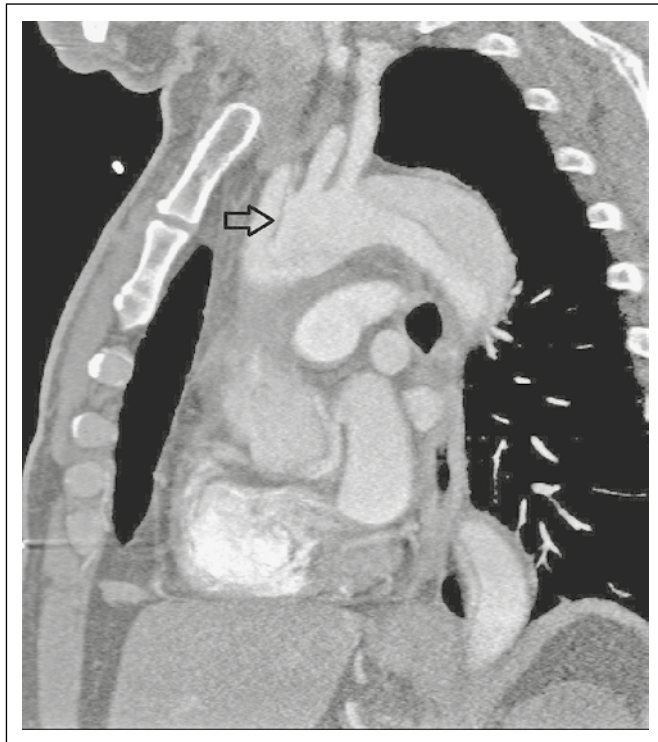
CT-Angiographie des Thorax mit Doppelkontur in der Aorta ascendens. Das Dissektat setzt sich in den Truncus brachiocephalicus fort.
